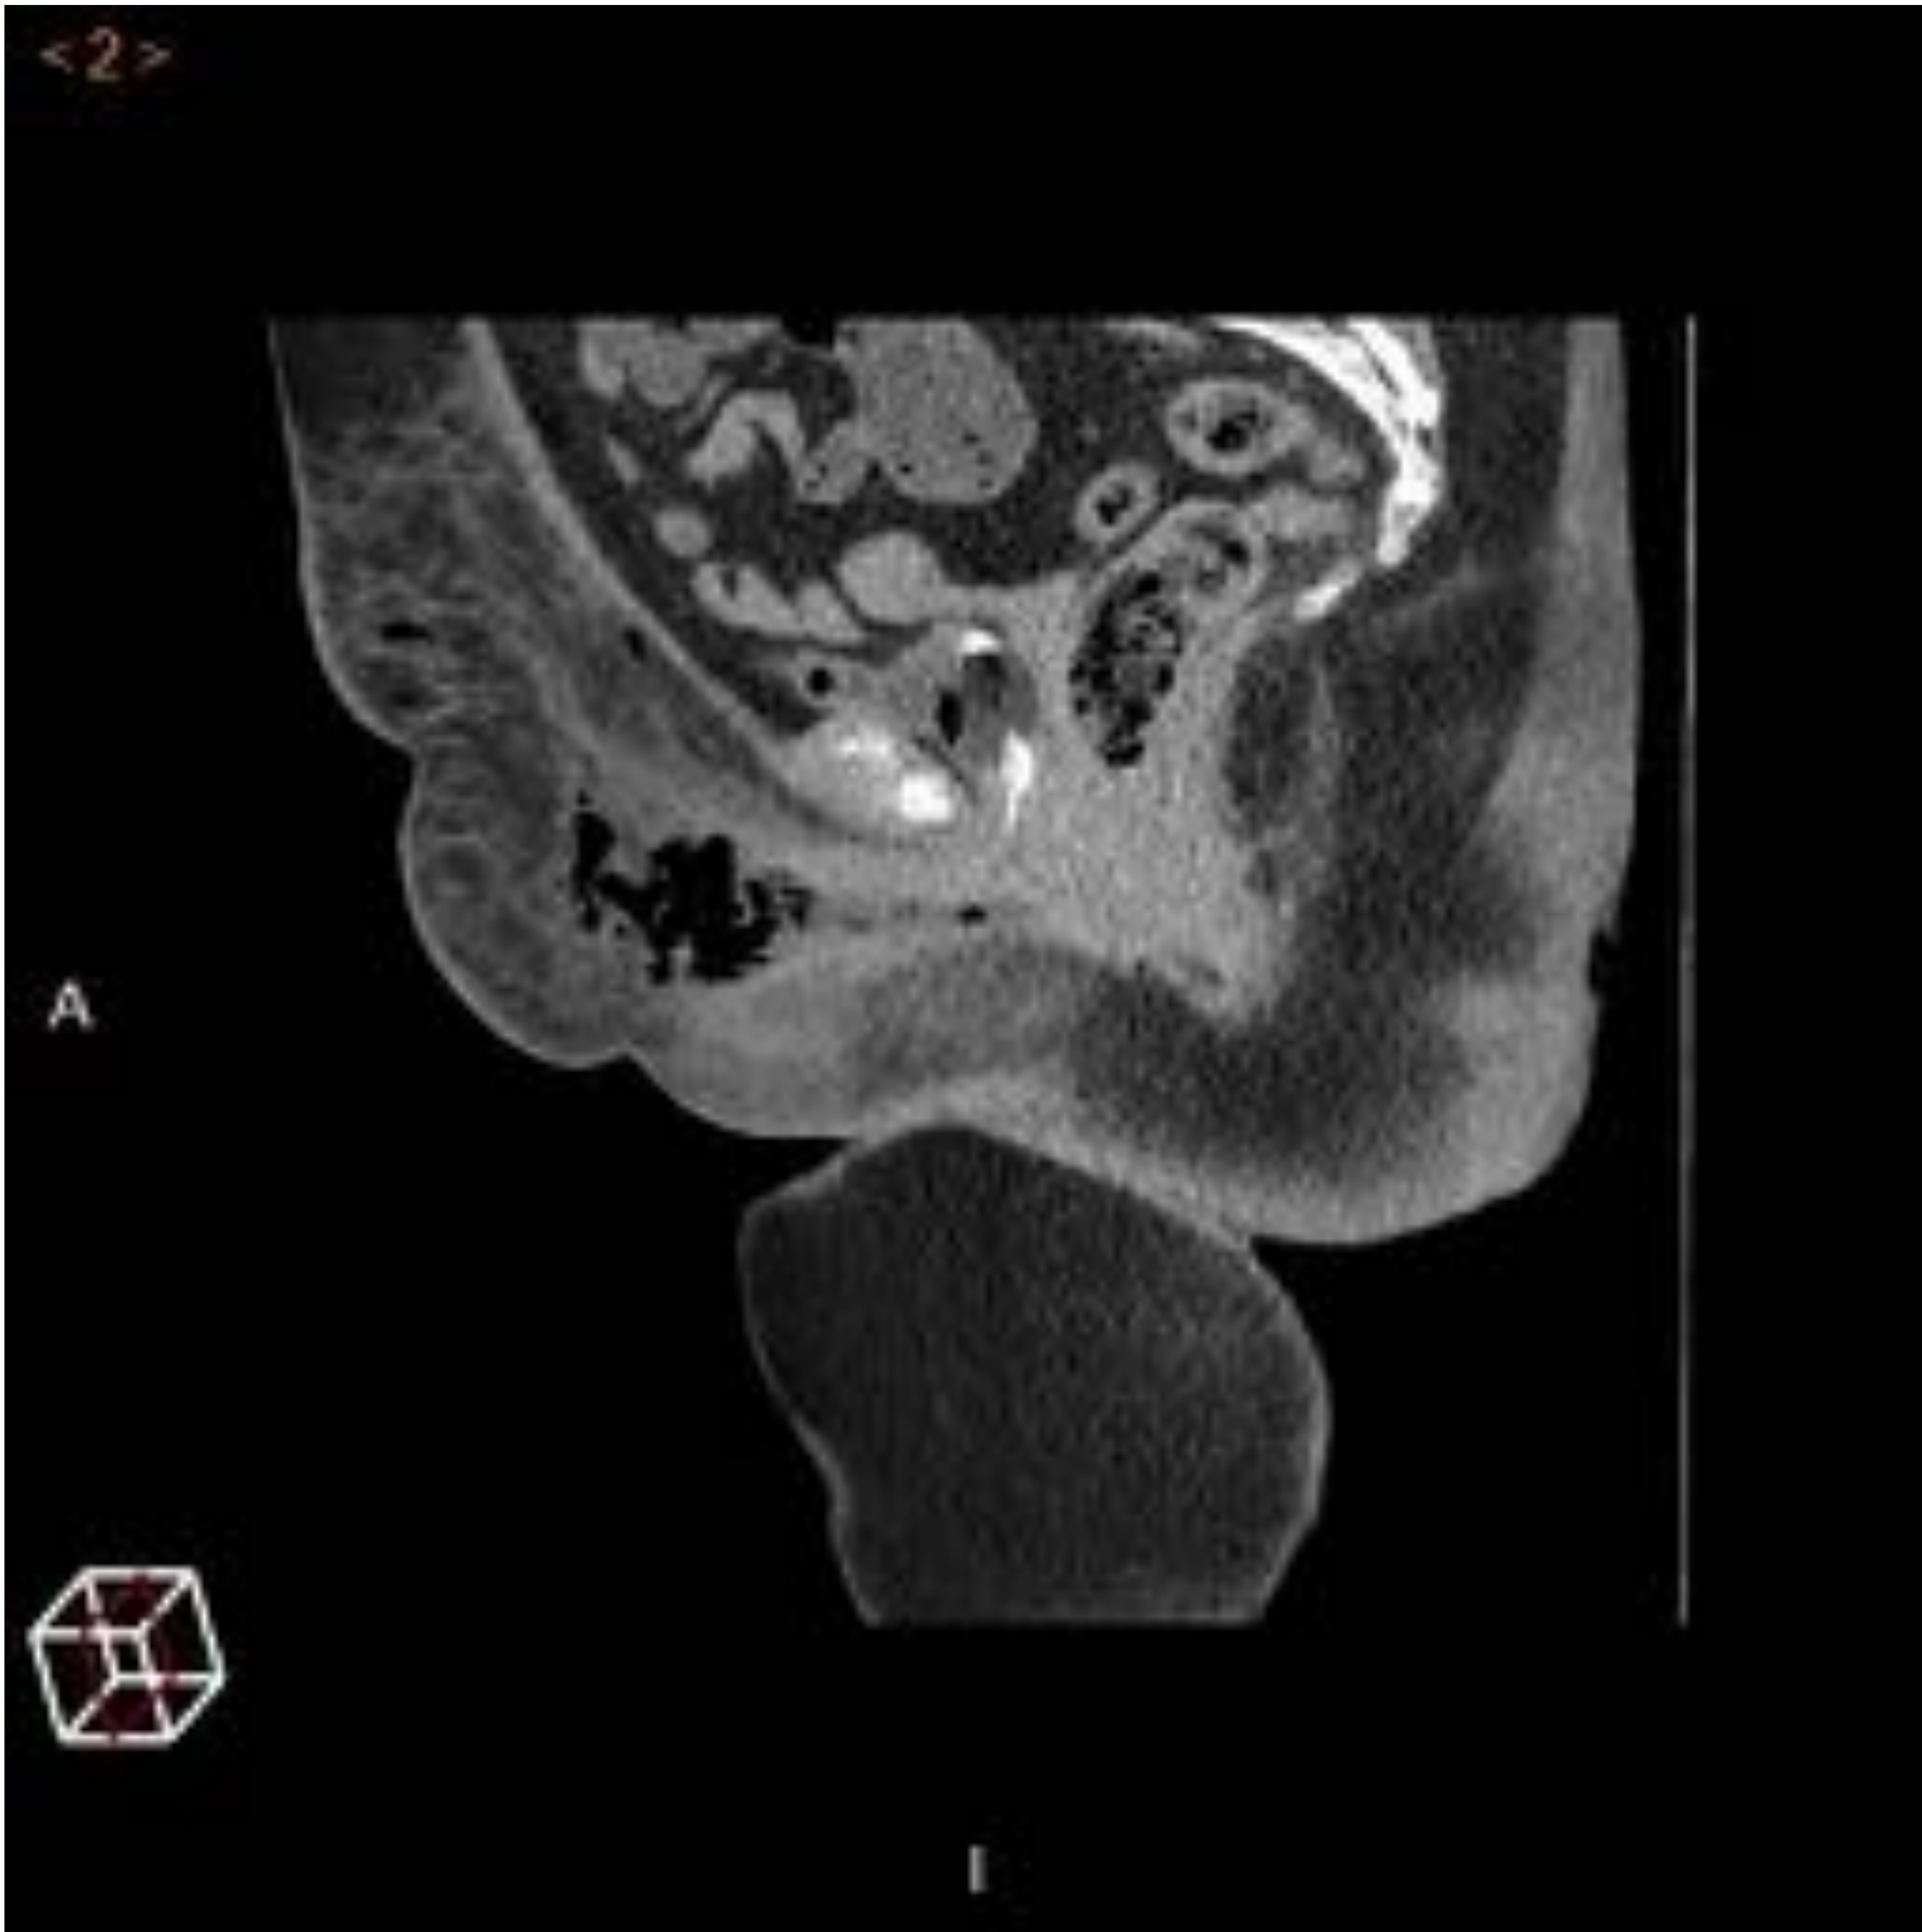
Imagen cedida por Hospital Regional Universitario de Málaga. Mujer de 50 años. TC de pelvis en plano sagital. En periné y pared abdominal antero-inferior, existe un aumento de densidad y trabeculación de tejido celular subcutáneo, enfisema subcutáneo y colección hidroaérea.
